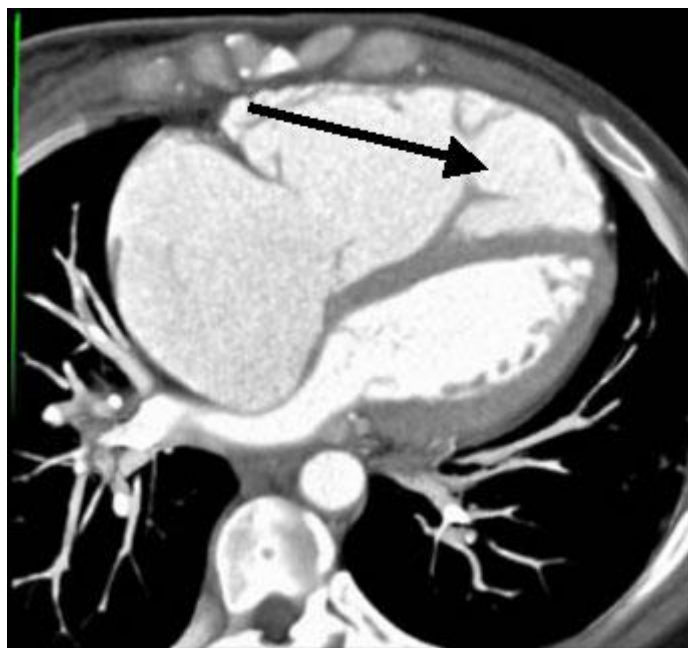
Высокоскоростная 64-спиральная компьютерная томография при подозрении на АДПЖ. Визуализируется увеличенный правый желудочек (стрелка)
